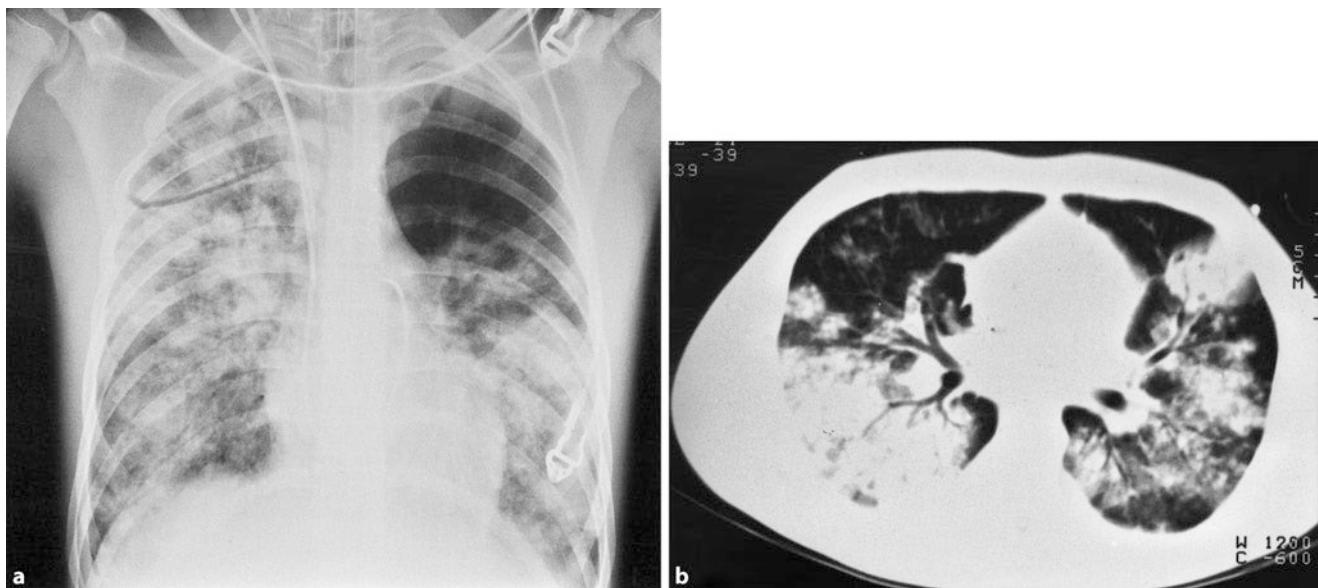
Schreibe beidseitige Lungenkontusionen bei Polytrauma mit stumpfem Thoraxtrauma (a). Die Computertomographie (b) zeigt die rechtsseitigen Verdichtungen in den abhängigen Lungenabschnitten, die u.a. für eine Zunahme des Rechts-links-Shunts mit Verschlechterung des O_2 -Transports verantwortlich sind und darauf hinweisen, dass diese Patienten u.U. von einer Lagerungstherapie, z.B. intermittierende Bauchlage, profitieren können
